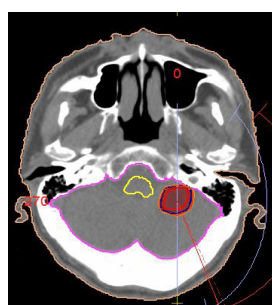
CT Không thấy u để lập kế hoạch xạ trị
